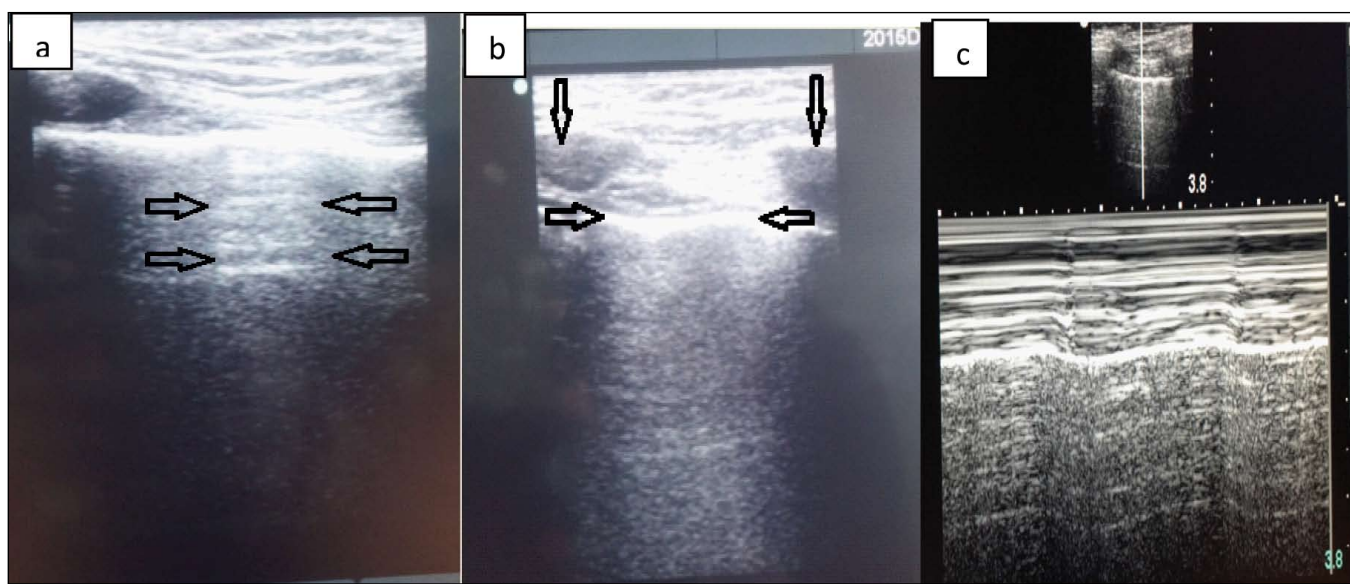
The ultrasound scan of the anterior intercostal space: bat and seashore sign.
